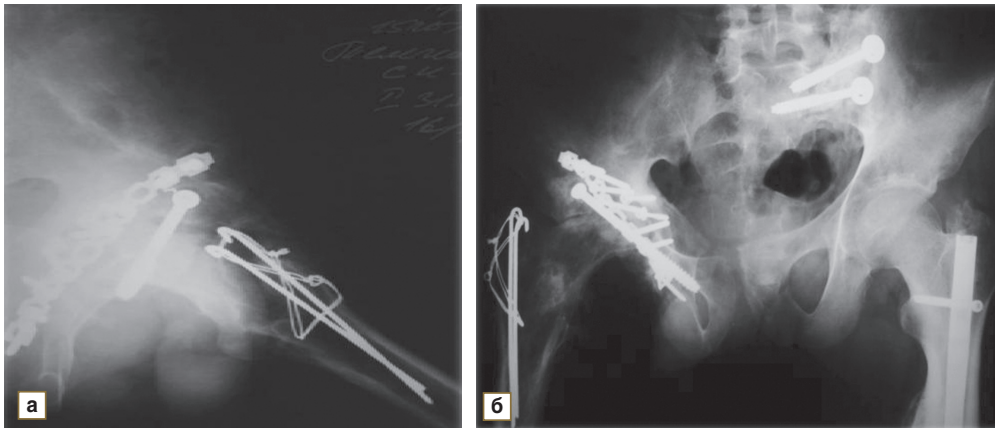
Рентгенограммы таза в прямой проекции (а) и правого тазобедренного сустава в аксиальной проекции (б) после металлоостеосинтеза левого крестцово-подвздошного сочленения и крыши правой вертлужной впадины
